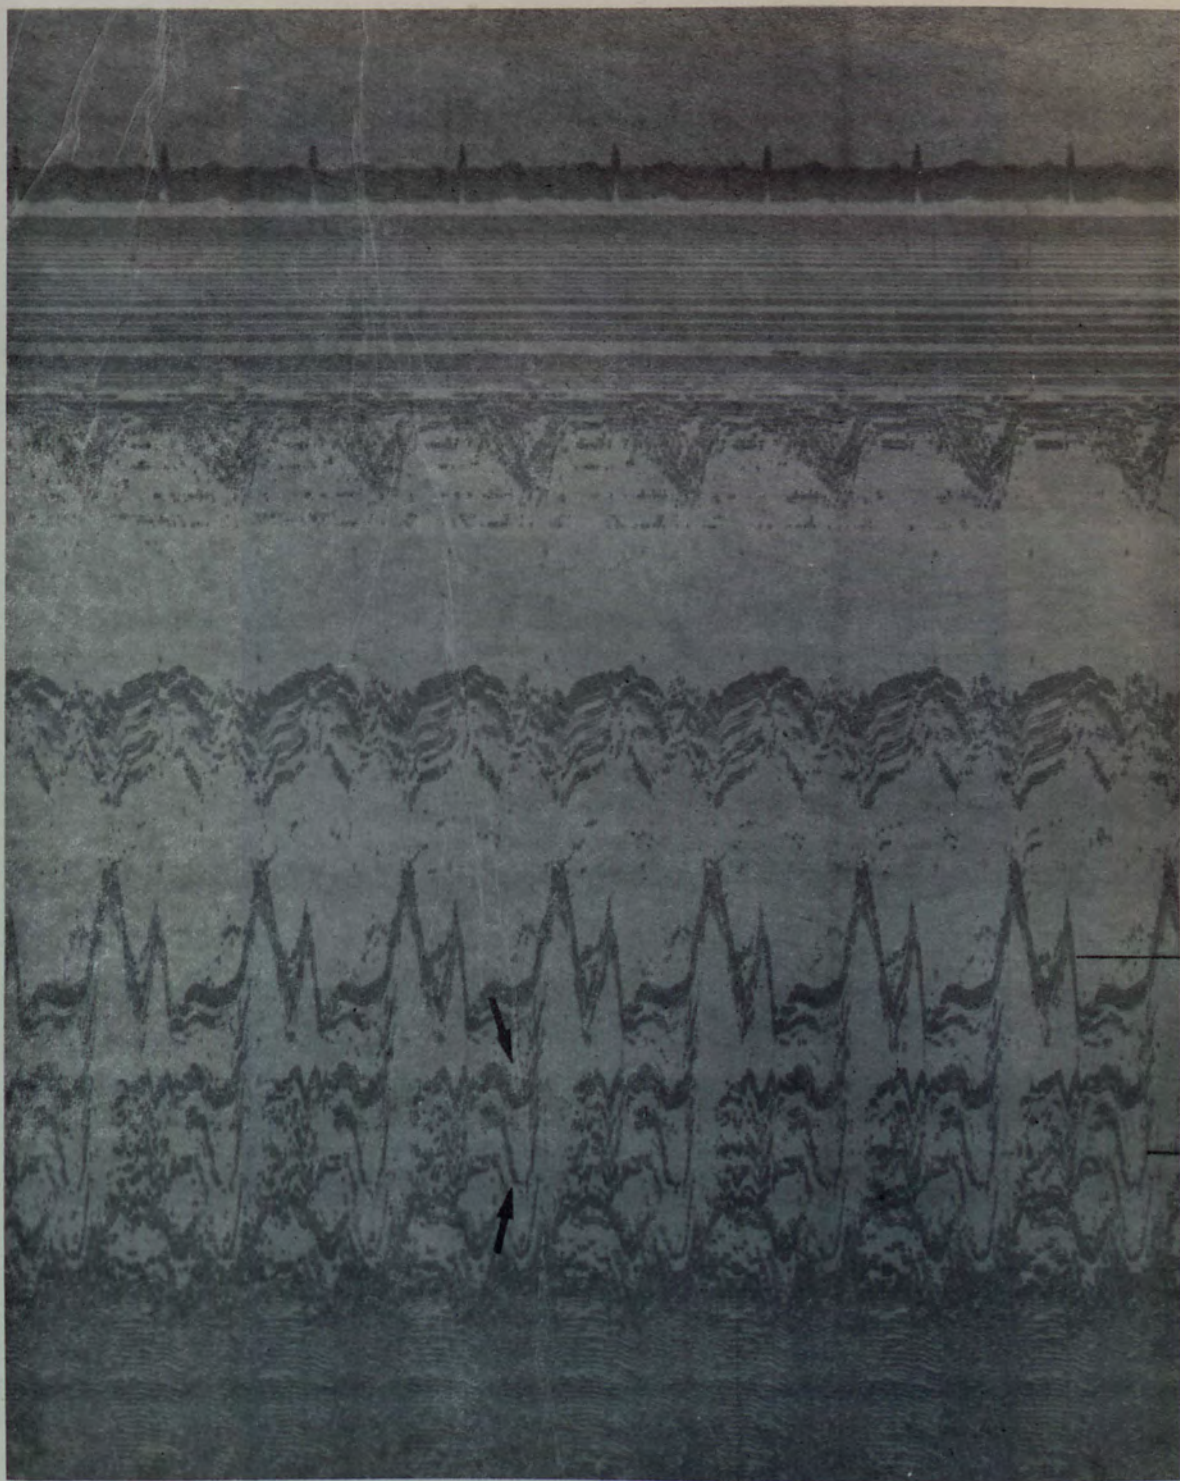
Caso nº 34 (MRRG). O ecocardiograma desse paciente mostrou prolapso meso-telessistólico da valva mitral, às custas dos folhetos anterior e posterior, os quais estão indicados pelas setas acima.
